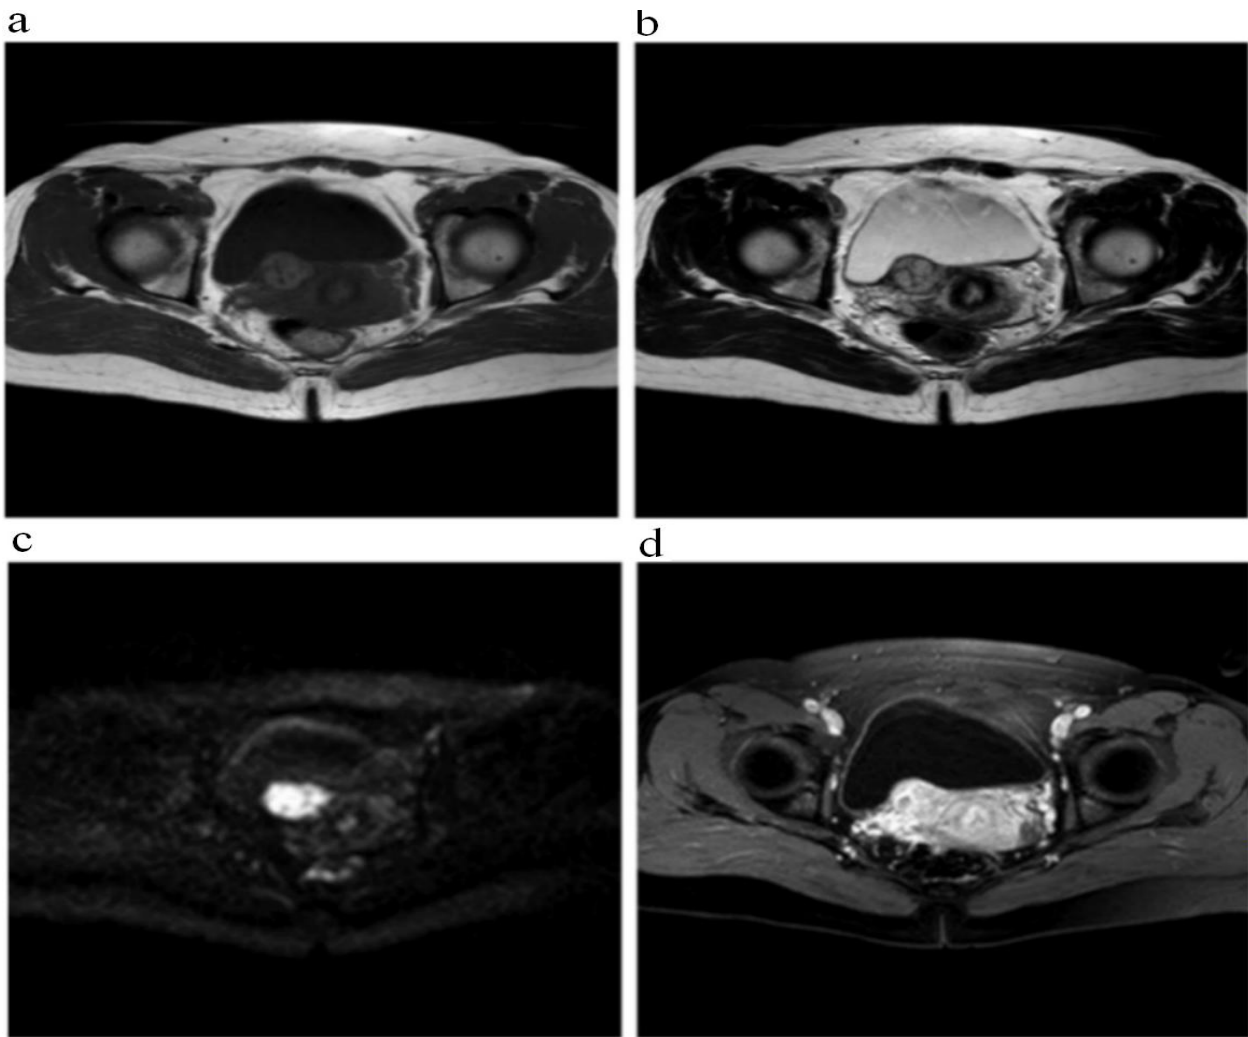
IRM pelvienne montrant une masse tissulaire du plancher vésical.
